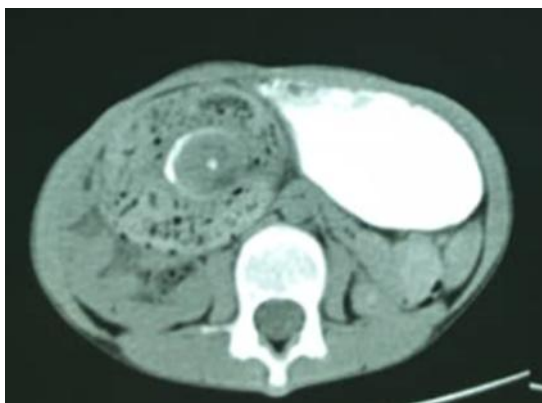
TDM montrant le « signe du tourbillon », correspond à un enroulement de la veine mésentérique supérieure autour de l'artère mésentérique
